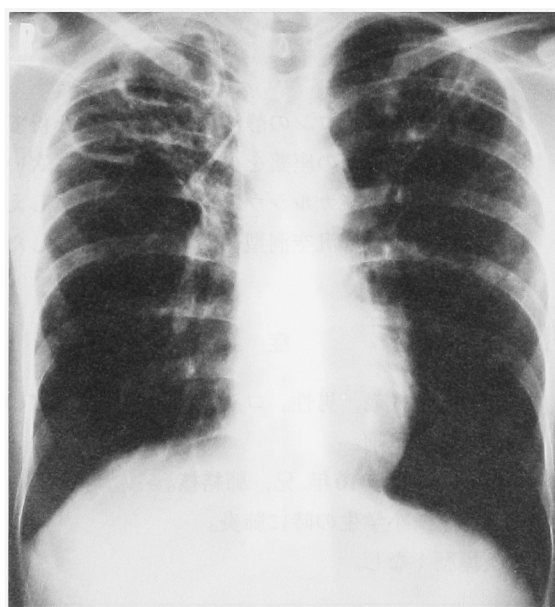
Chest X-ray and chest CT on admission
